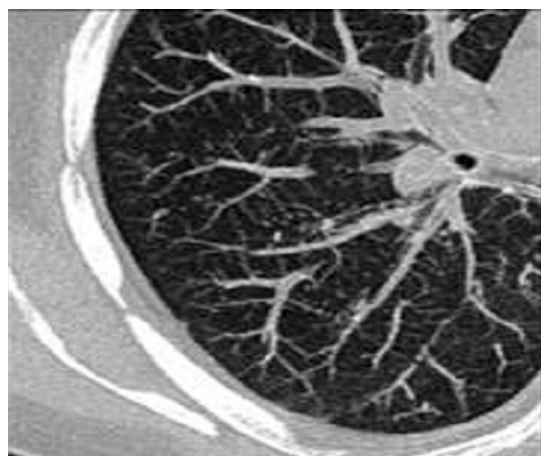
Tomografia computerizată a toracelui și mediastinului (64 slices).
